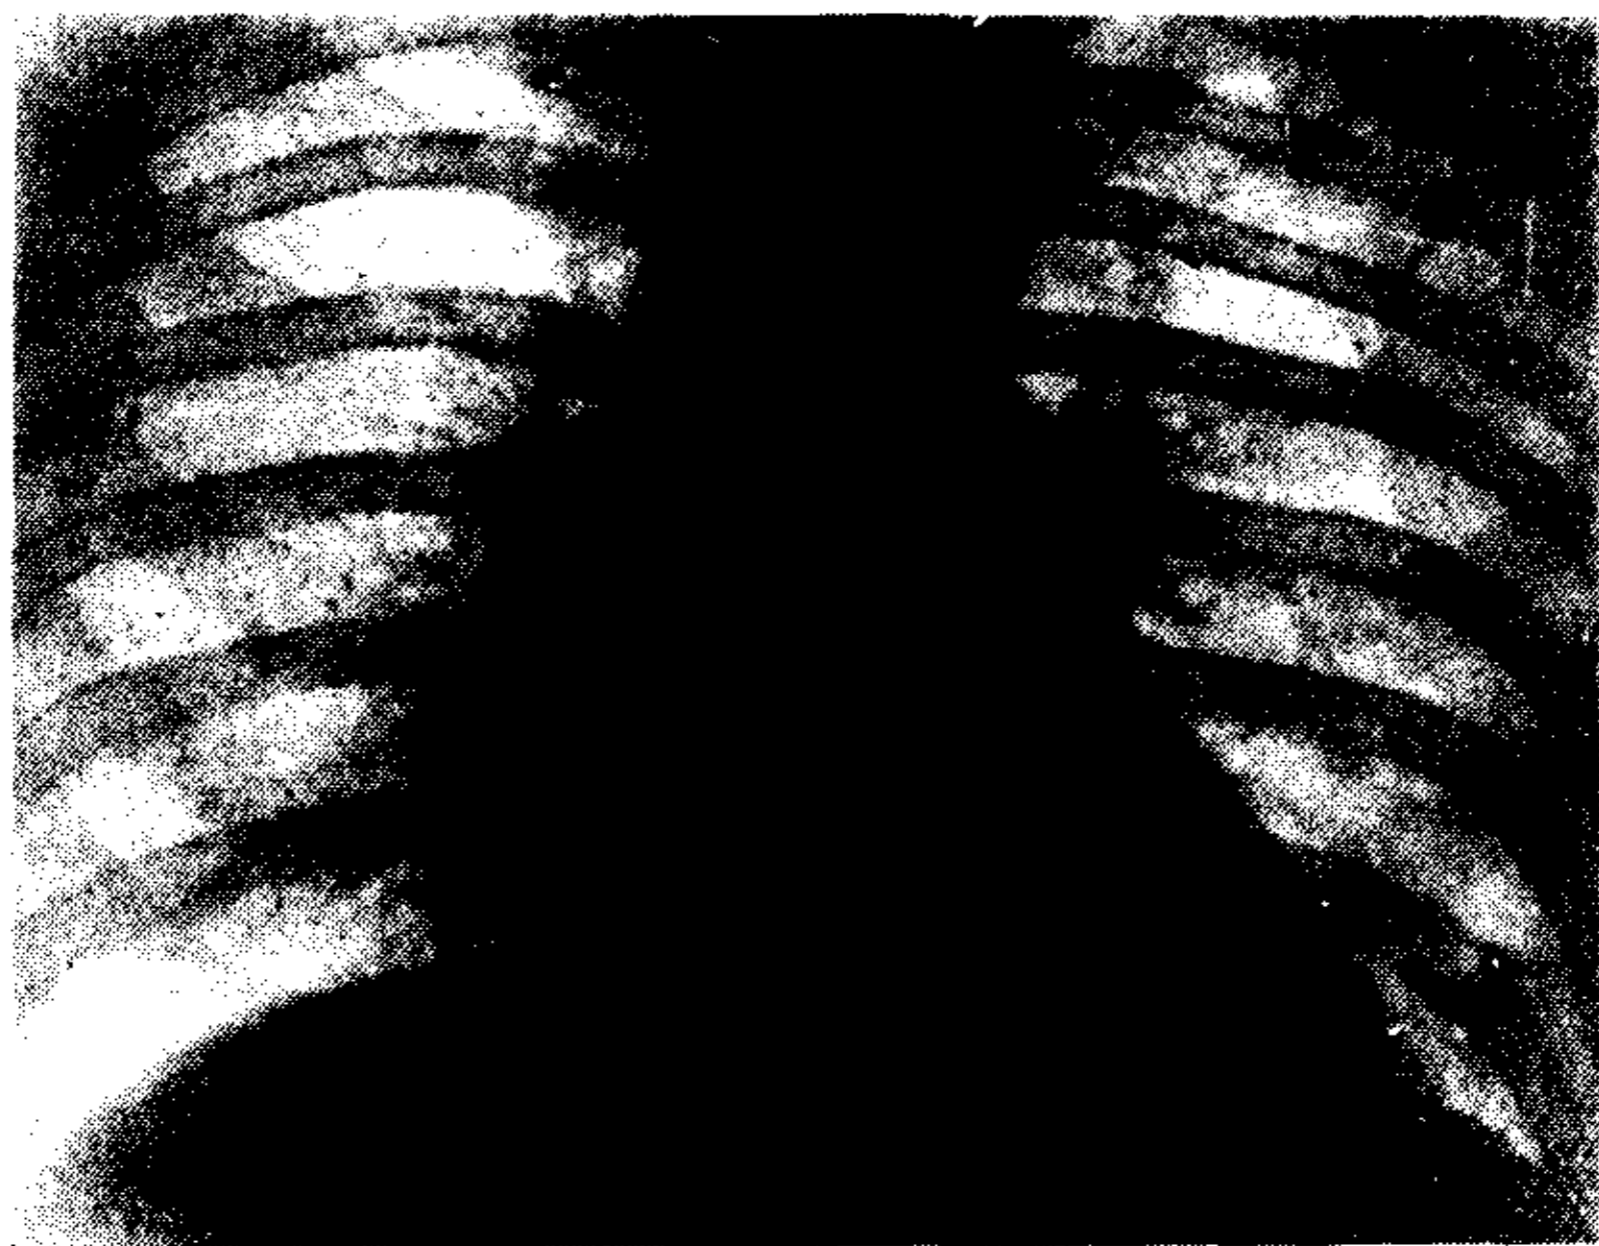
La misma observación anterior. Teleradiografía en inspiración, mostrando la menor densidad y la menor inclinación del borde externo de la sombra parapexiana.
